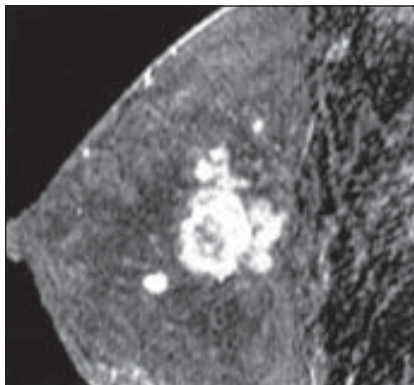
Магніторезонансна томографія з контрастуванням.
